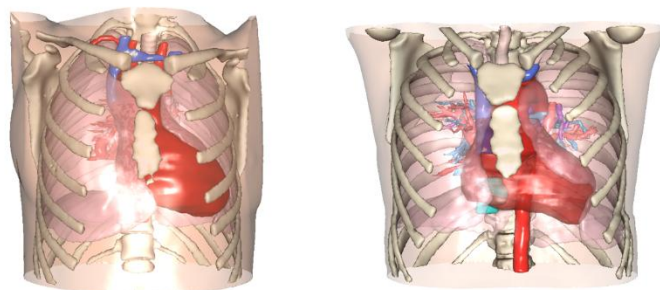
Reconstitution de la région cardiaque d'un patient par *Visible Patient* à partir d'un scanner ou d'une IRM
